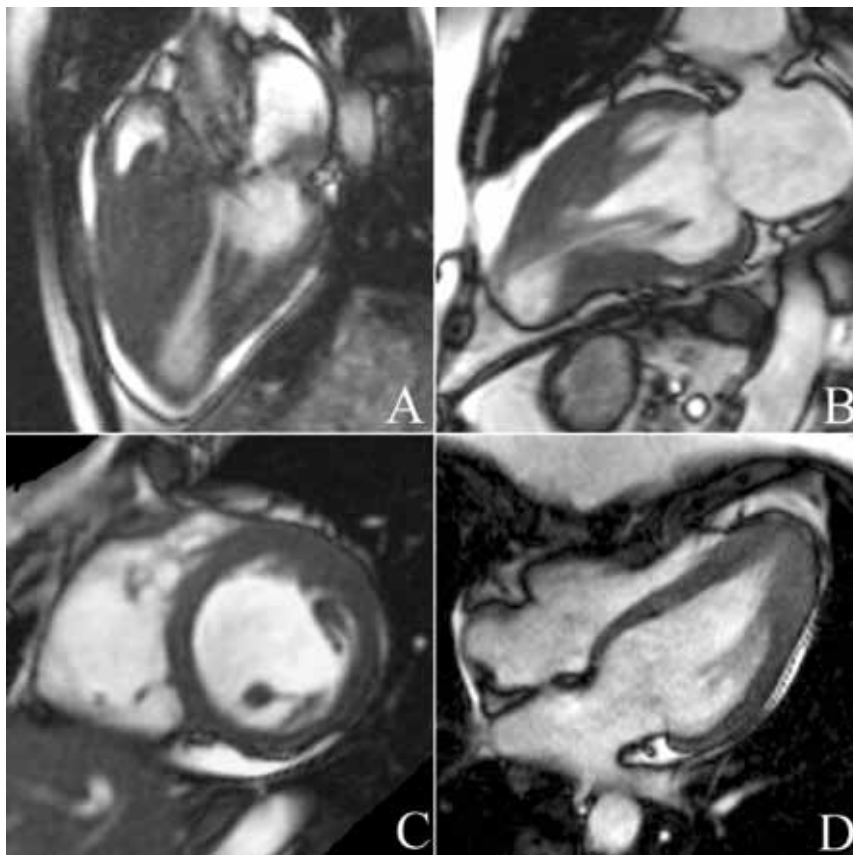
Séquence IRM cinétique montrant différents types de CMH. Patient A : femme de 25 ans, sportive, avec une forme obstructive. Patient B : patient de 45 ans qui présente une forme médioventriculaire avec une chambre d'exclusion apicale. Patient C : patient de 20 ans, sportif de haut niveau, avec une forme débutante localisée à la paroi antérieure antéro-latérale du VG. Patient D : patient de 25 ans, footballeur, avec une forme apicale de la maladie.
